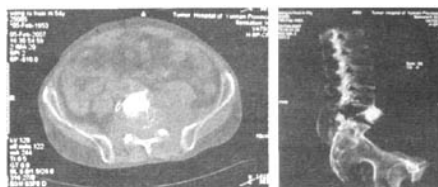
术后14月CT显示 $L_5$ 椎体前脱出,骨水泥核及 $^{125}\text{I}$ 粒子仍然存留于椎体内。
